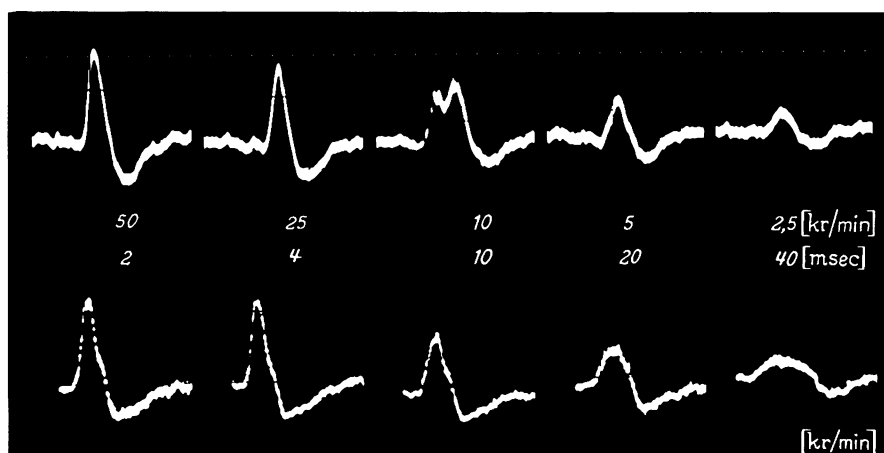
Elektoretinogramme von zwei Exemplaren von *Calliphora* unter Röntgenstrahlenimpulsen. Dosis pro Impuls 1,67 R. Dosisleistungen von links nach rechts: 50, 25, 10, 5 und 2,5 kR/min, die entsprechenden Bestrahlungszeiten: 2, 4, 10, 20 und 40 msec. Die Amplitude des „Eineffektes“ nimmt mit fallender Dosisleistung ab. (Originalkurve nach NACHTIGALL)
